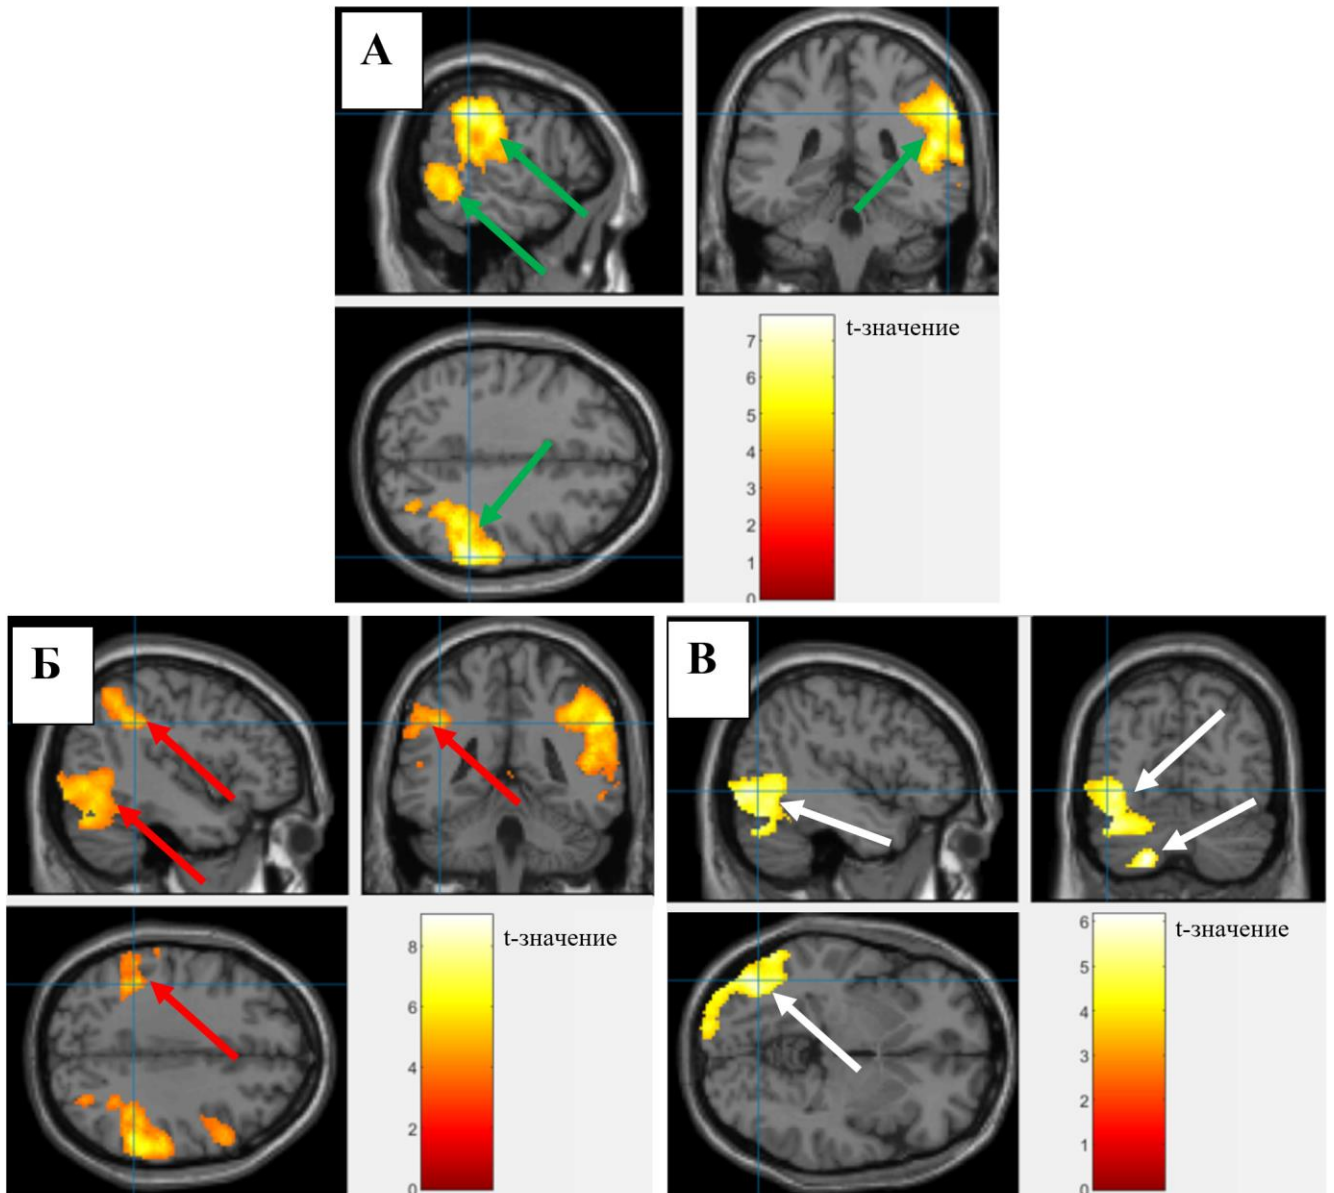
Функциональная МРТ головного мозга у пациентов с ишемической болезнью сердца, кластеры активации правой теменной и затылочной коры (А, зеленые стрелки), левой теменной и затылочной коры (Б, красные стрелки), левой затылочной коры и мозжечка (В, белые стрелки). Цветные шкалы обозначают диапазон t-значений при статистическом анализе групповых карт активации. Детальный состав кластеров активации, объем зон и уровень статистической значимости представлен в таблице 12
